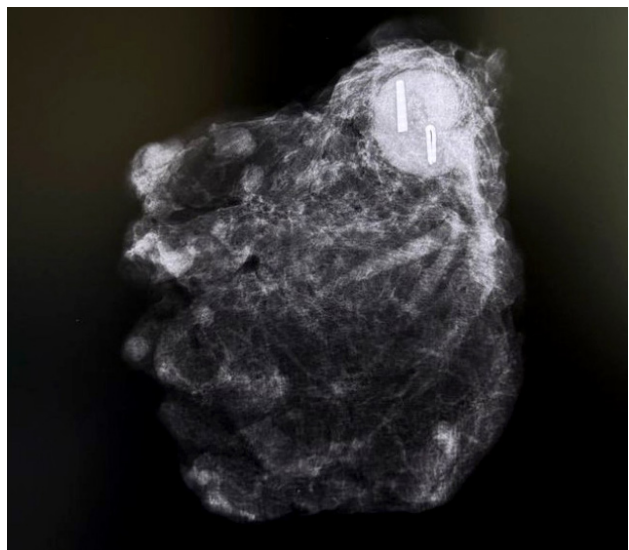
Контроль наличия маркированного лимфатического узла в удаленном препарате при срочном рентгенологическом исследовании
